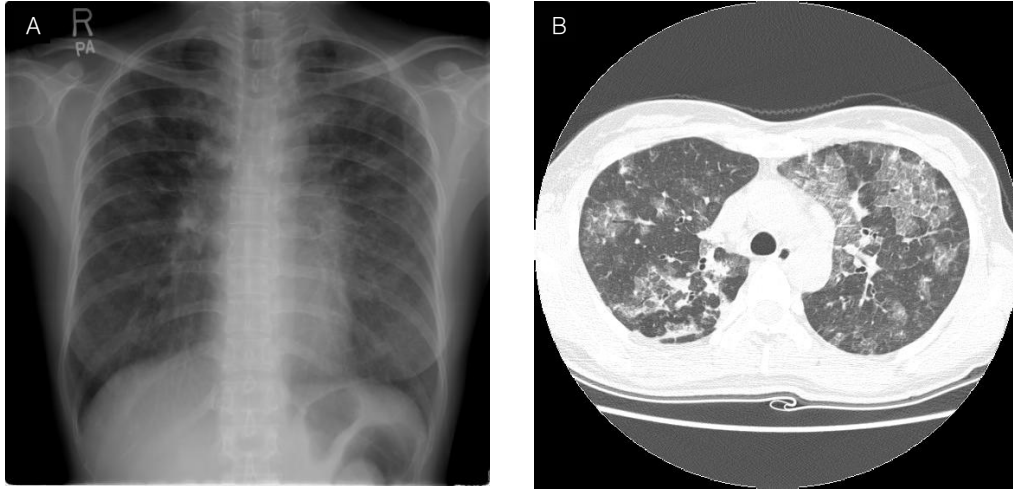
A. Chest X-ray shows extensive patchy areas of ground-glass opacities with increased interstitial markings in both lung fields.
